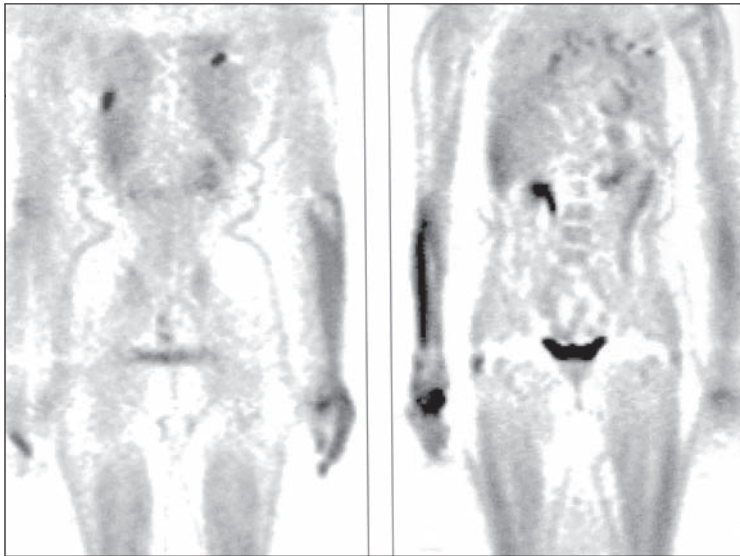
Πρωτοπαθής εστία του καρκίνου του μαστού με αυξημένη καθήλωση FDG. Μετά την εφαρμογή δύο θεραπευτικών σχημάτων χημειοθεραπείας η καθήλωση της FDG έχει ελαττωθεί σημαντικά.
